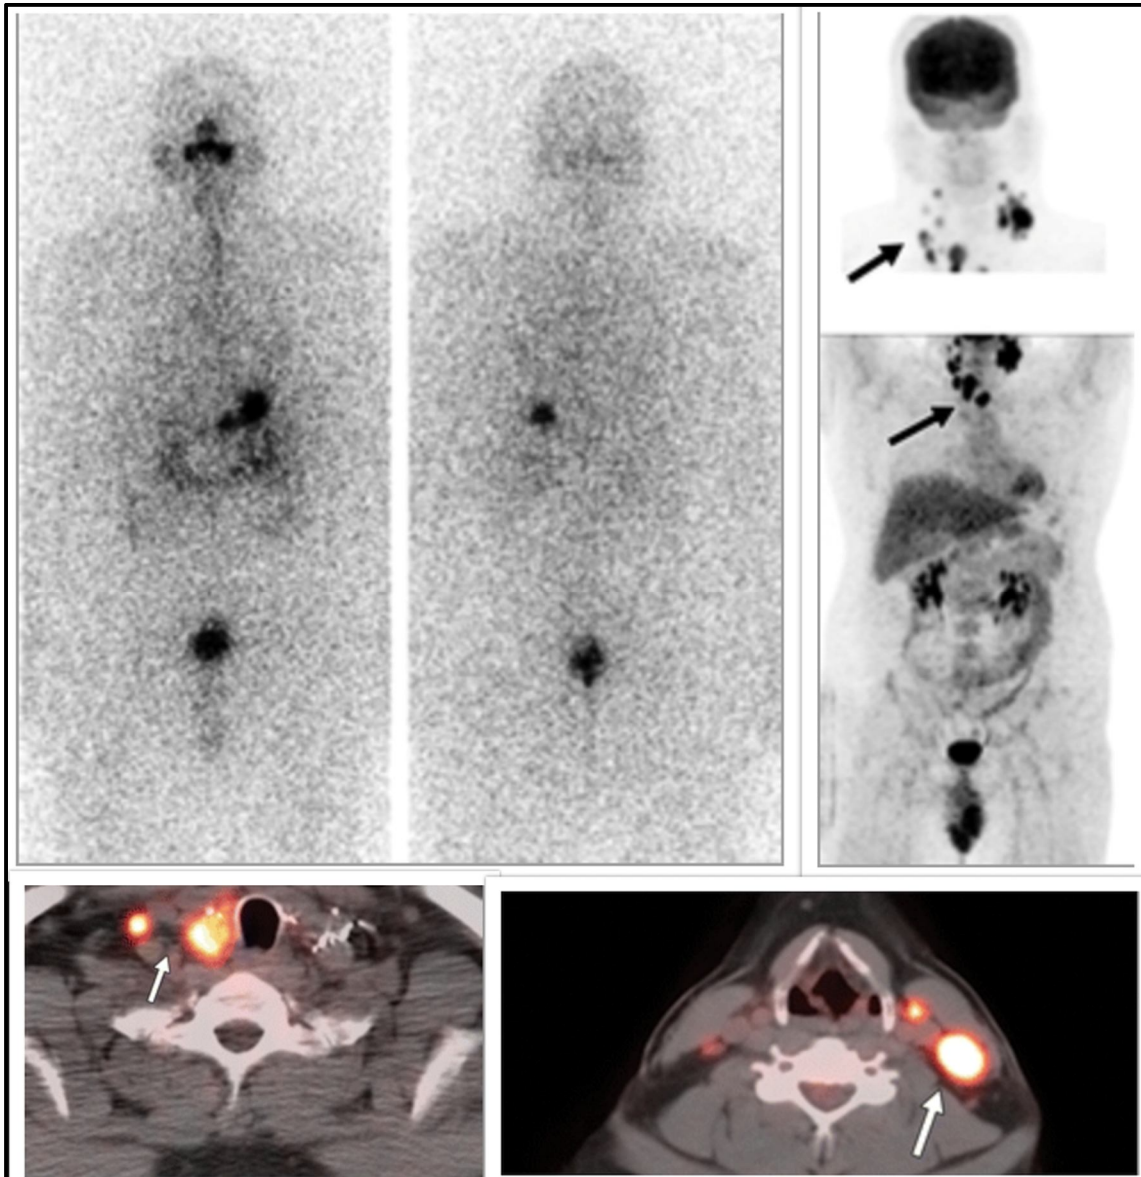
Homme de 37 ans atteint d'un carcinome papillaire de la thyroïde qui a subi une étude TEP / TDM au FDG après thyroïdectomie et irathérapie.
